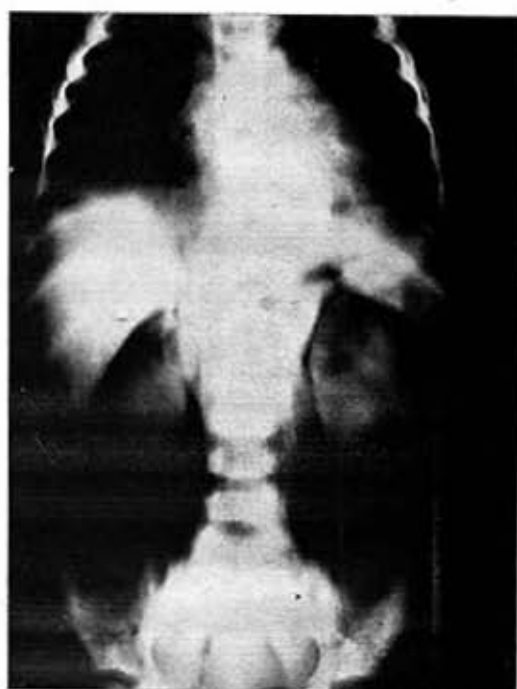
Retroneumo con tomografía: Se evidencia aún mejor el ensanchamiento tumoral metastásico de la porción superior del abdomen, que se extiende por la porción vecina del mediastino.
